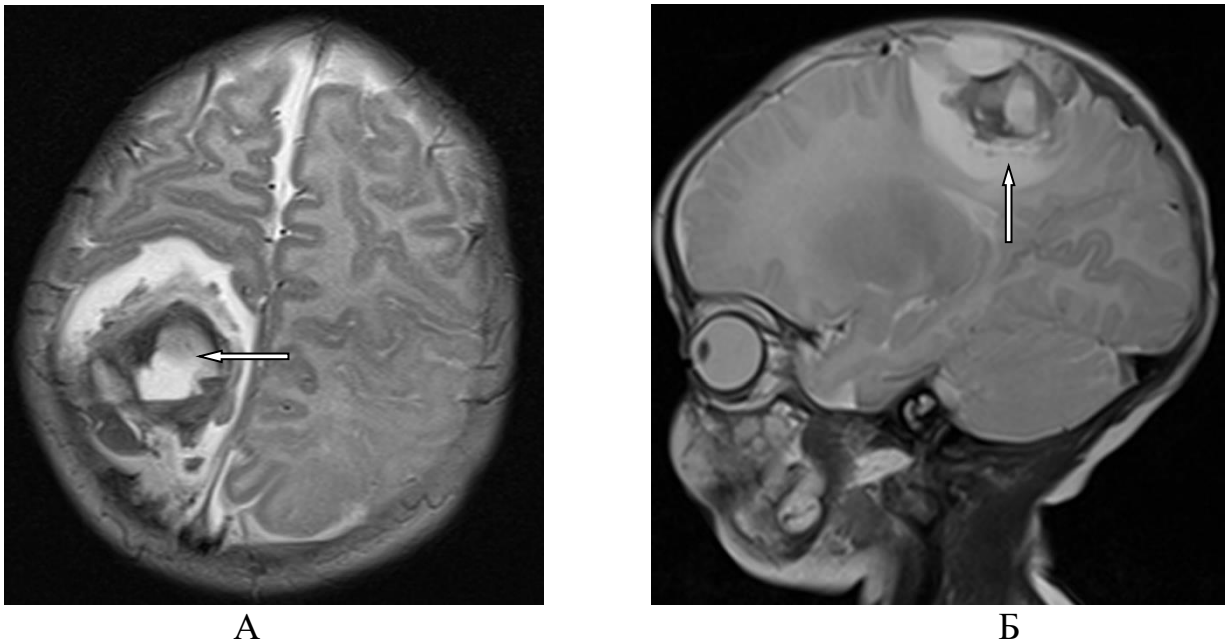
Больная А., 1 месяц (ИБ №1836 2017 г.). Клинический диагноз: СЭ. ЭЭГ: фокусы эпилептической активности в правой ЛД. МРТ: объемное патологическое образование правой лобно-теменной области. А – T2-ВИ Ax; Б – T2-ВИ Sag. В проекции правой лобно-теменной области визуализируется объемное патологическое образование (стрелка) неоднородной структуры, с выраженным масс-эффектом, окруженное отеком
